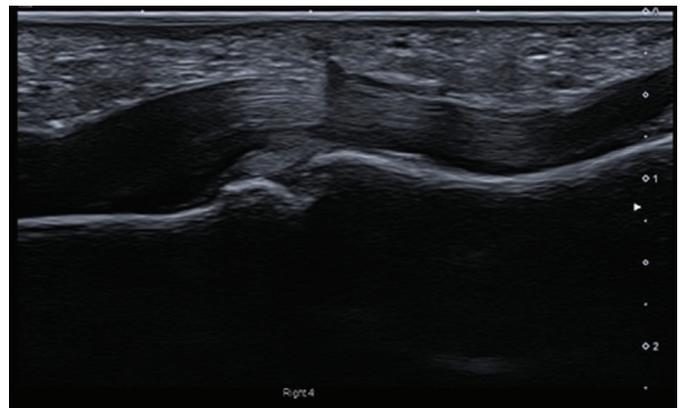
УЗИ ладонного апоневроза через год после оперативного лечения: отсутствие фиброзных изменений
